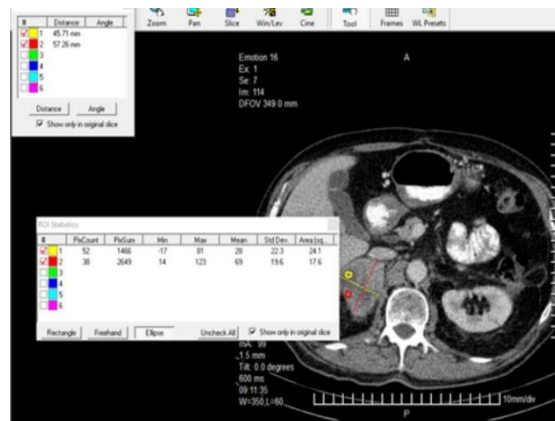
TC abdomen con contraste oral y endovenoso a cortes de 1,5 mm.
